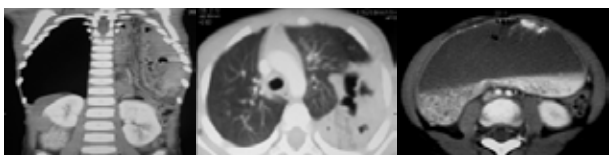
TAC de tórax contrastado
